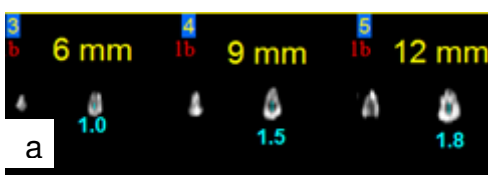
(a) - Tomografia do canal anatômico da amostra 8
